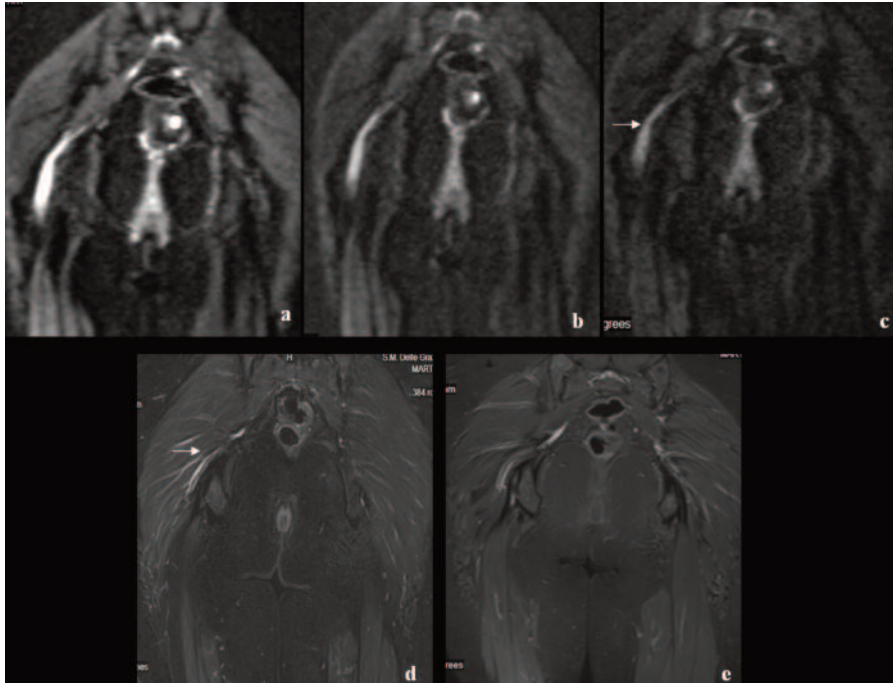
a, b, c, d, e Immagini acquisite sul piano coronale con sequenza DWI b-value 40/400/800 (a,b,c) e sequenza TIRM coronale. Le immagini consentono di documentare la estensione della compressione flogistica del nervo sciatico (freccia).
